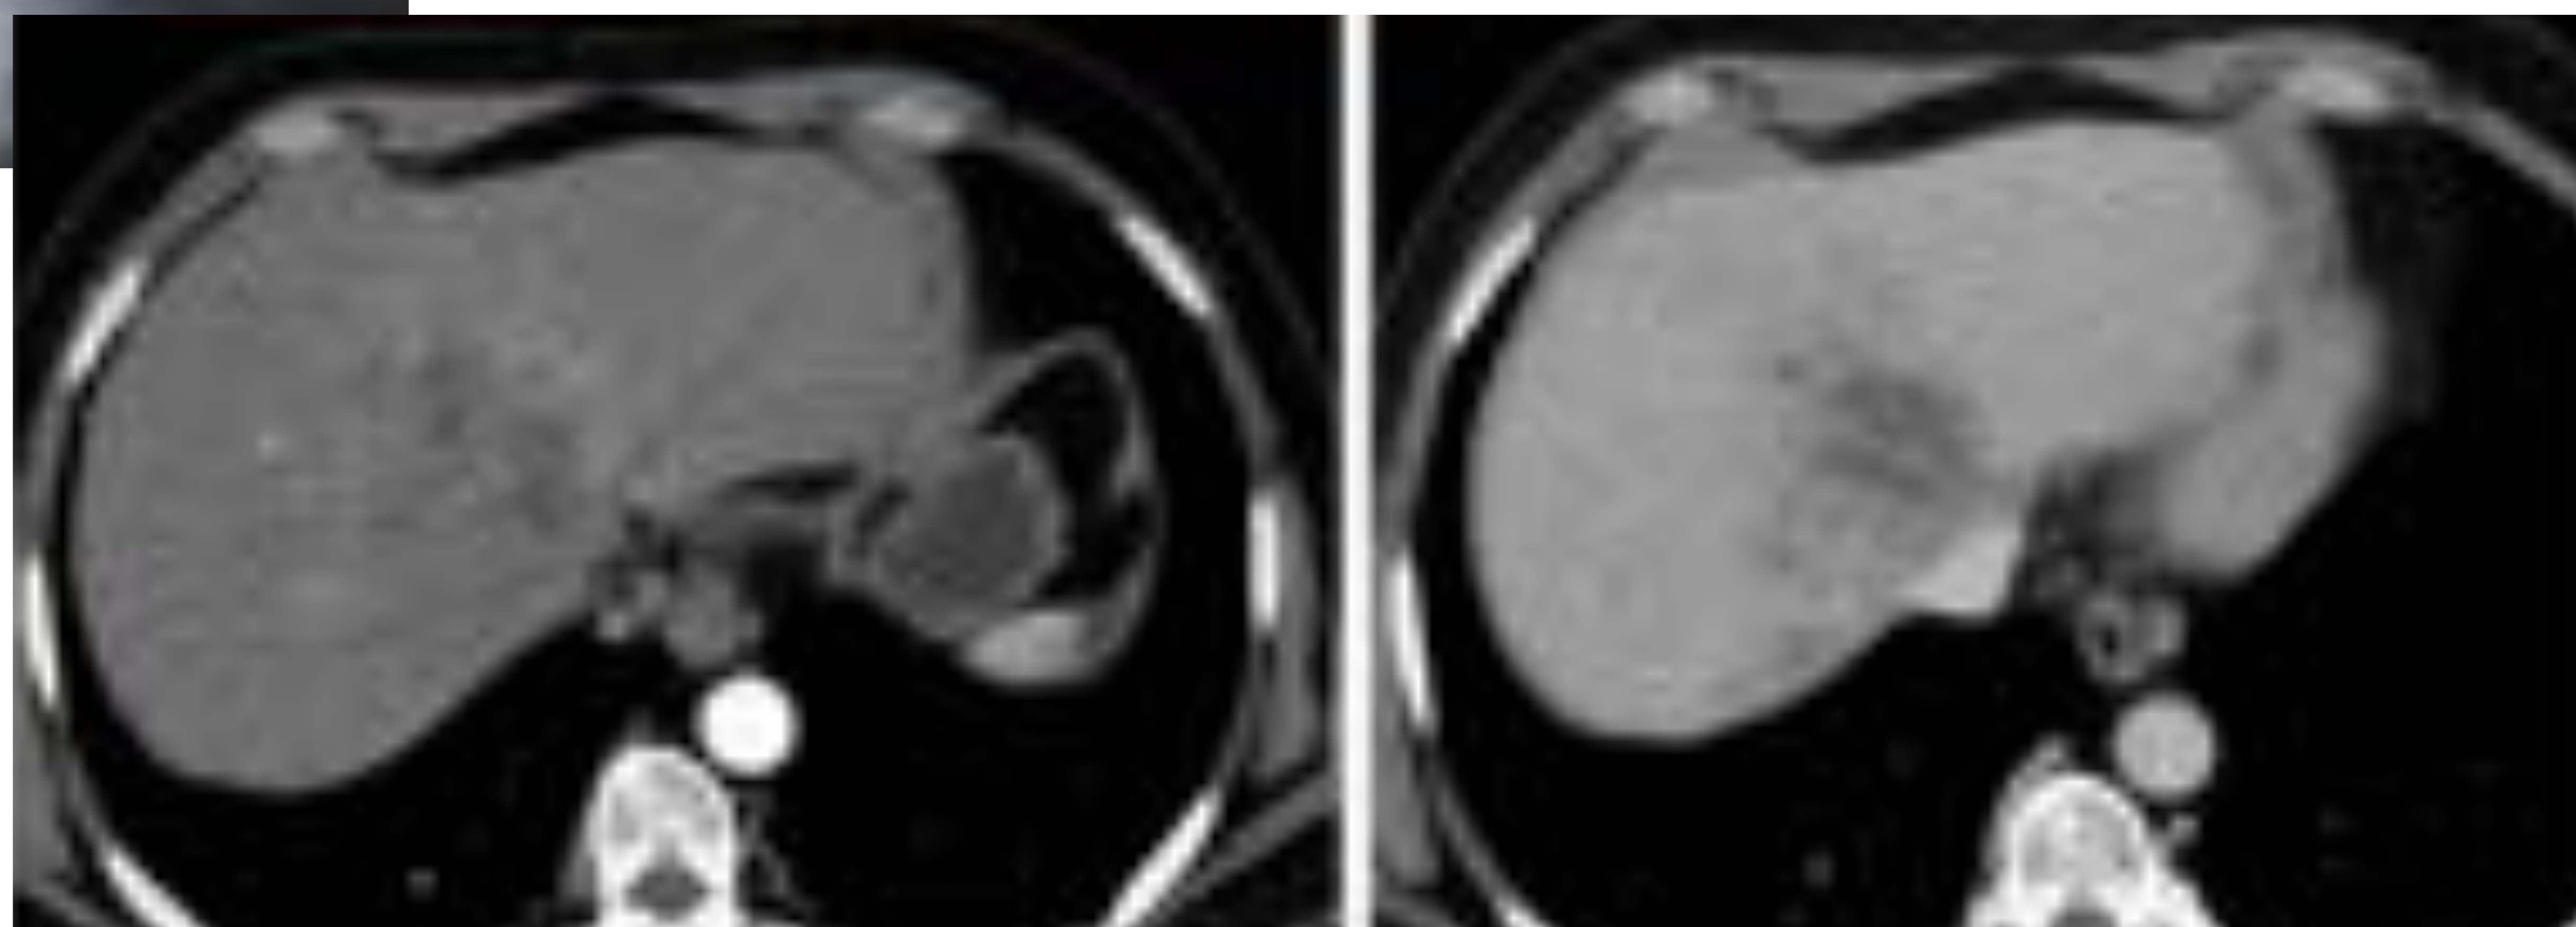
(A). Mujer de 69 años. Lesión hipoeoica en segmento 4b con densidad heterogénea en TC e hipervascularización en periferia. En RM muestra hiperintensidad de señal en secuencias T2. Se localiza adyacente a la vesícula biliar pero nótese que la pared de la misma está íntegra y preservada, no está engrosada (flechas).
